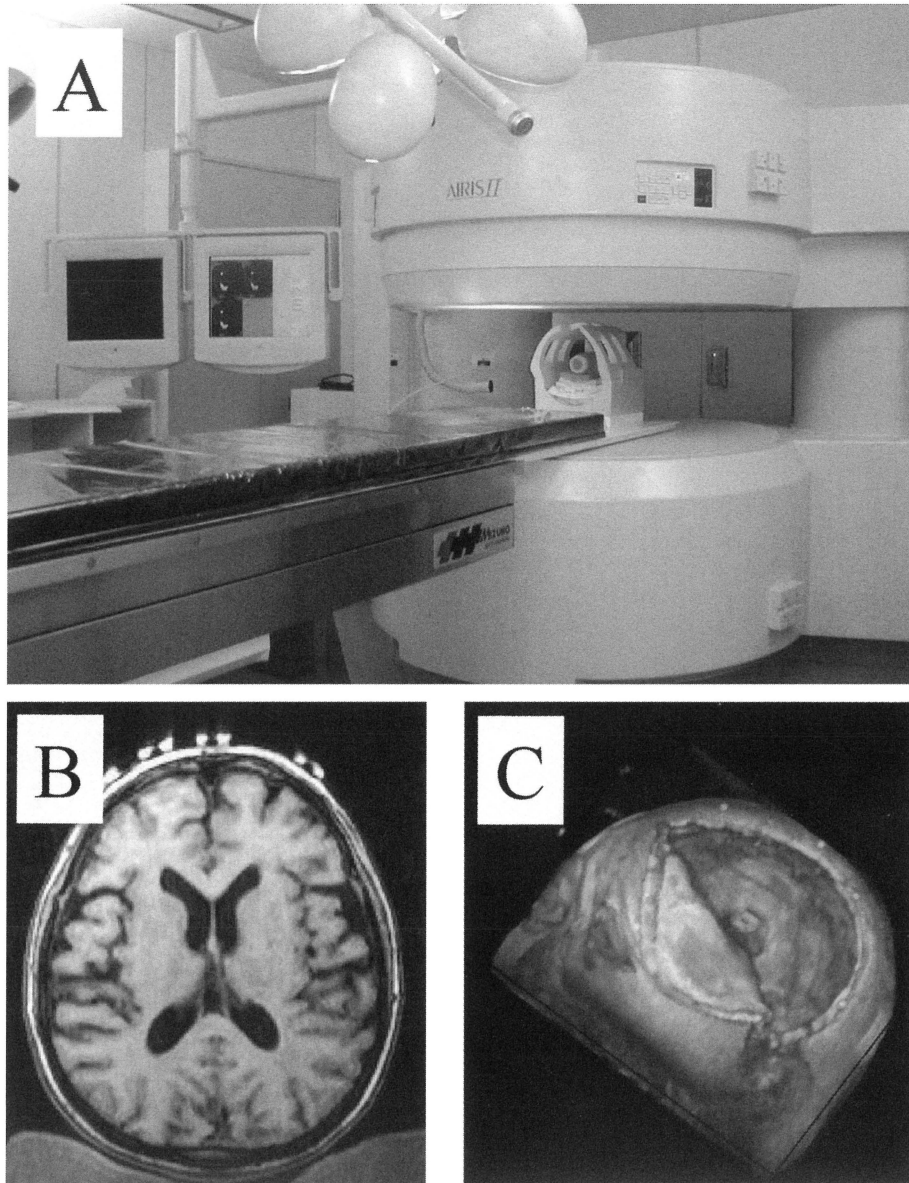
オープンMRI (A:日立). 0.3 テスラであるが手術判断に耐えうる画質である (B). 3次元再構成も可能 (C).
